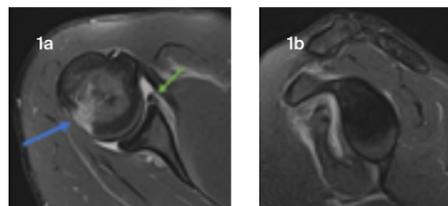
Die axialen MRT-Aufnahmen zeigen die antero-inferiore Bankart-Läsion (grüner Pfeil) mit entsprechender Hill-Sachs-Läsion am Oberarmkopf (blauer Pfeil), (a). Sagittale Ansicht, die keinen knöchernen Verlust am vorderen Glenoid zeigt (b).
